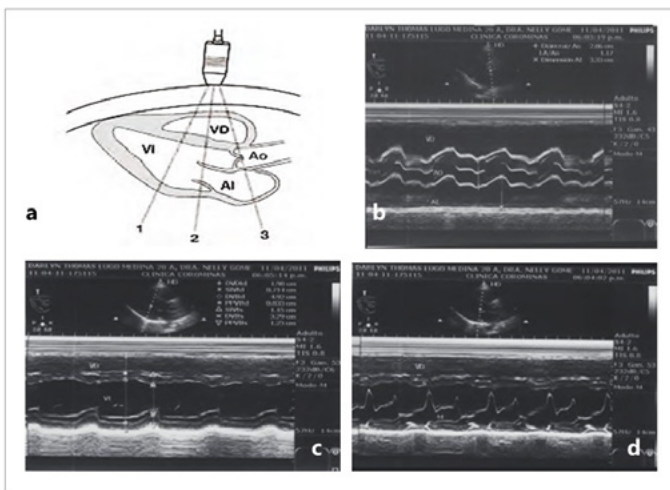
Ecocardiografía modo M. a) cortes en diferentes posiciones y estructuras visualizadas al angular el transductor; b) tracto de salida del VD, Ao. y AI; c) VD, válvula mitral y pared posterior; d) VD, cavidad VI, pared posterior y pericardio.
